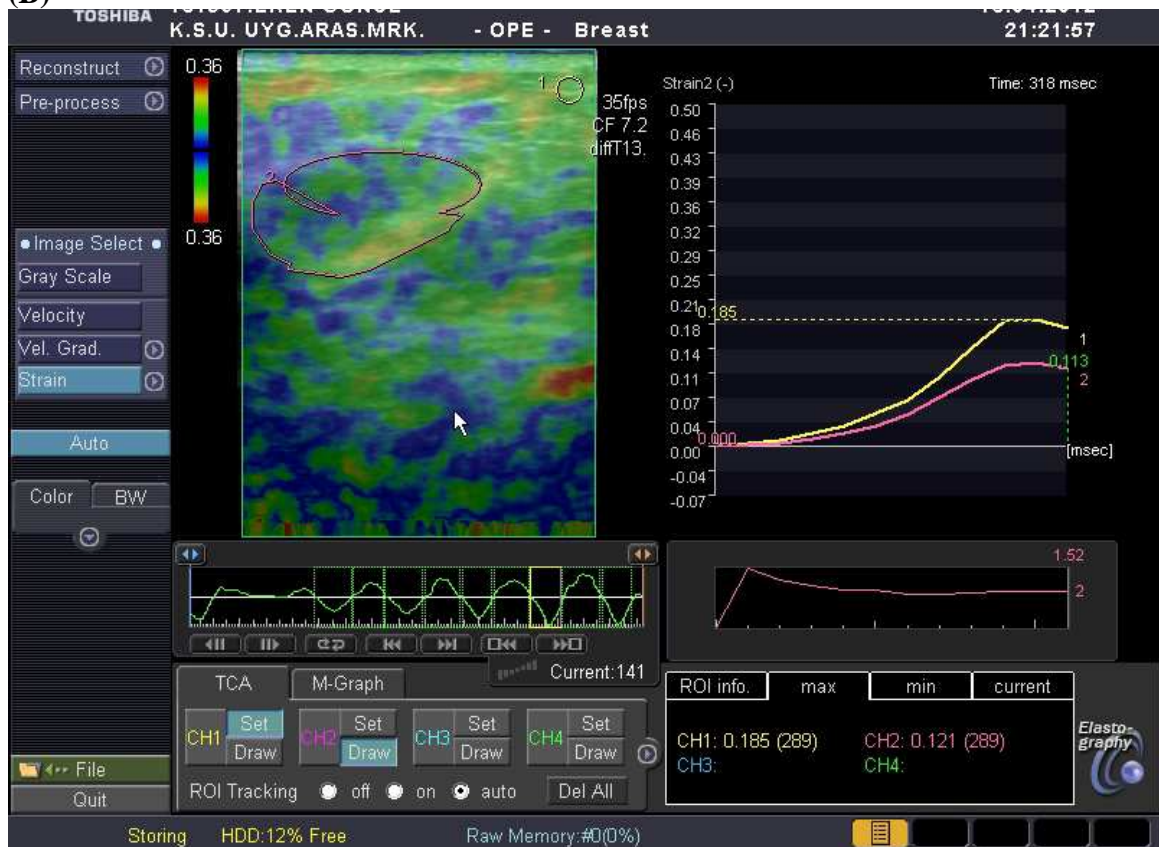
50 yaşında bir hastada intraduktal yerleşimli, fibrokistik değişiklik tanılı bir lezyonun B-mod sonogram (A) ve sonoelastogram (B,C,D,E) görüntüleri.Cilt altı yağlı doku/lezyon ortalaması gerinim oranı: 1,21 (B), lezyon düzeyi yağlı doku/lezyon ortalaması gerinim oranı: 1,01 (C), cilt altı yağlı doku/lezyonun en sert yeri gerinim oranı: 1,61 (D), lezyon düzeyi yağlı doku/ lezyonun en sert yeri gerinim oranı: 1,38 (E).
